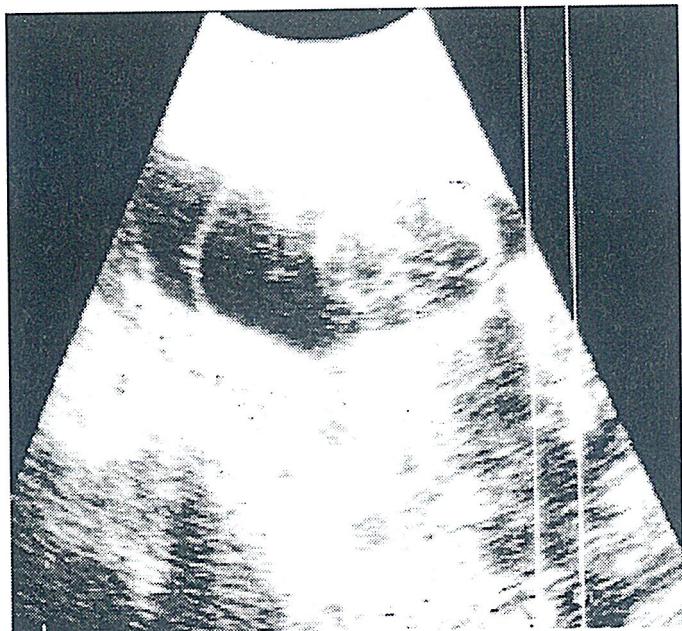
Ultrasonography during the week 15 of pregnancy.A hypoechoic area of 53*35mm observed at the back of the neck.
